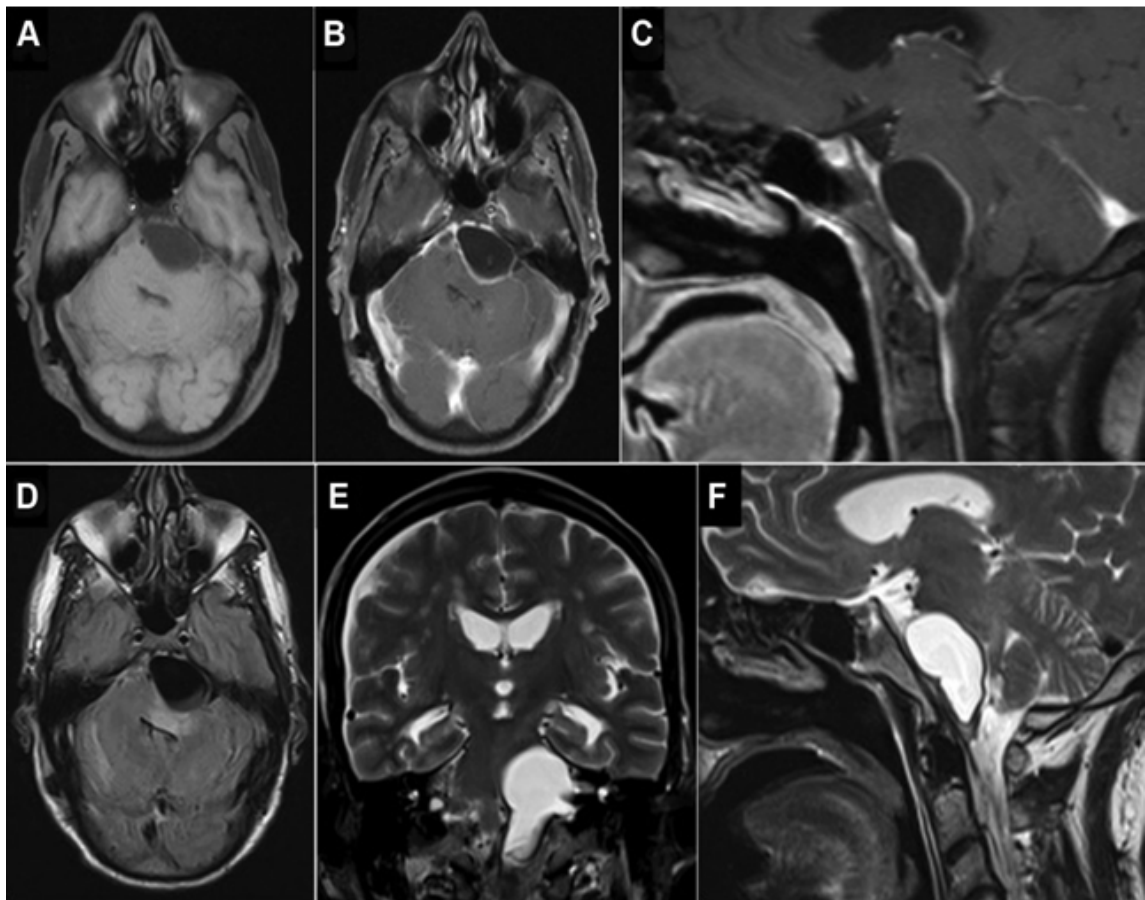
IRM en coupe axiale T1 non injectée (A) et injecté (B), en coupe sagittale T1 injectée (C), en coupe axiale FLAIR (D), en coupe coronale (E) et sagittale (F) T2 :
